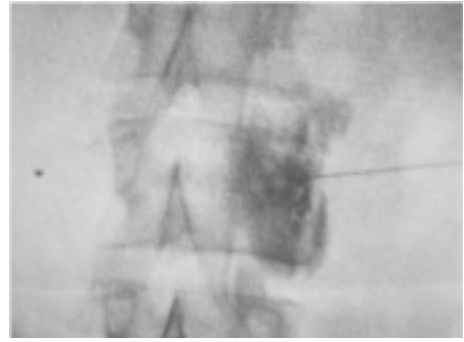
Bloqueo de la cadena simpática lumbar. Radiografía simple en una proyección anteroposterior que muestra abordaje lateral de la cadena simpática lumbar. El medio de contraste se ubica en el aspecto anterior de la vértebra verificando la posición de la aguja.
